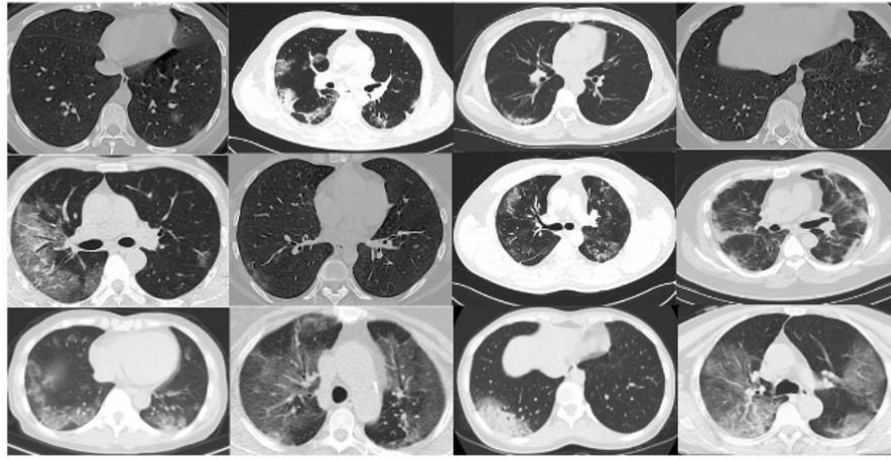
Коронний бал, який розраховується шляхом вимірювання заражених ділянок та тяжкості захворювання на КТ-зображеннях.
